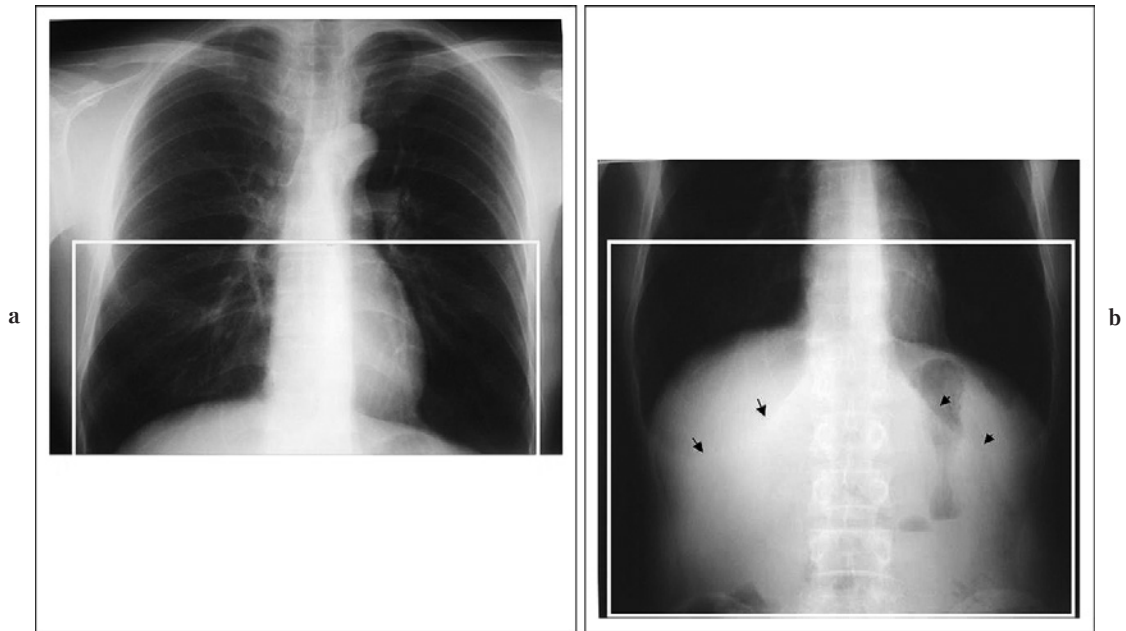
(a) A plain chest radiograph taken on 35×35 cm film, The inferior part of the lower lung field cannot be observed. (b) Additional film including the margin of posterior costophrenic sinus (arrows).
